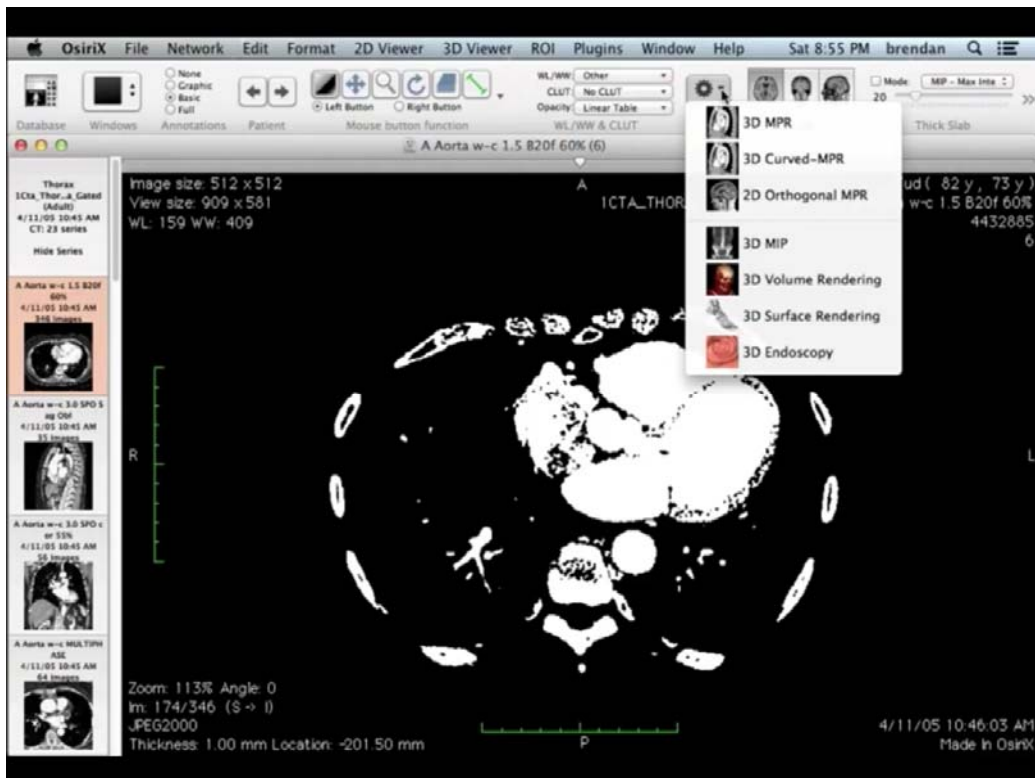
Estudio de TC de tórax en el programa Osirix, con ventana de selección desplegada, para permitir el acceso a los distintos módulos de reconstrucción.
